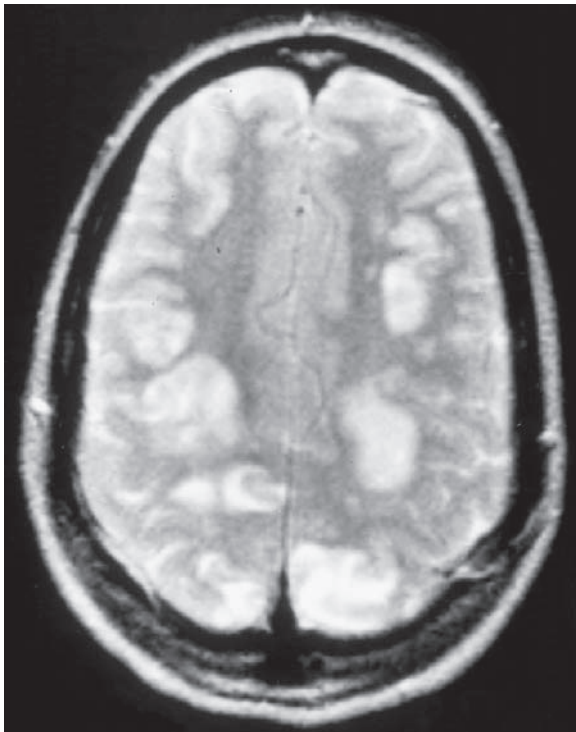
Cambios de señal en una MRI en T2 en la eclampsia. La mayor parte de los cambios vasculares y el edema se sitúan en las distribuciones limítrofes corticales entre las arterias cerebrales anterior y media. Estos hallazgos de imagenología fueron transitorios, lo mismo que un cambio ligero de la señal en las regiones subcorticales occipitales; este último es típico de la encefalopatía hipertensiva, como en la figura 34-29.
